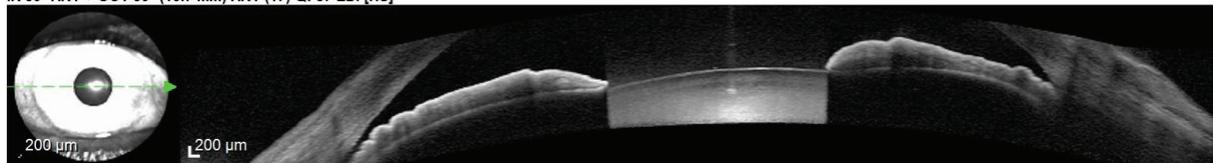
Томограмма УПК до операции
